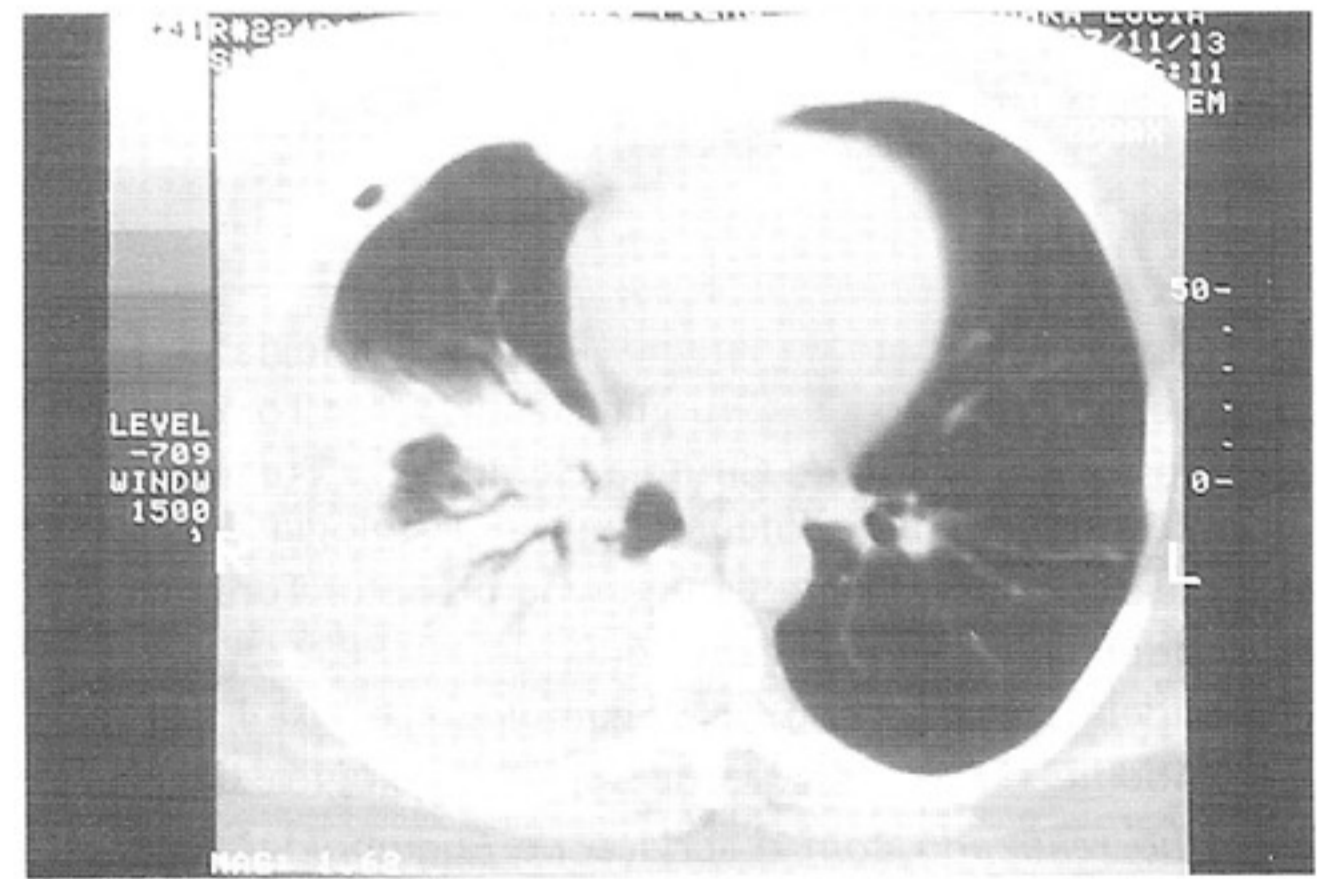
Tomografia de tórax com aerobroncograma proveniente do encarceramento pulmonar direito, além do derrame pleural.
